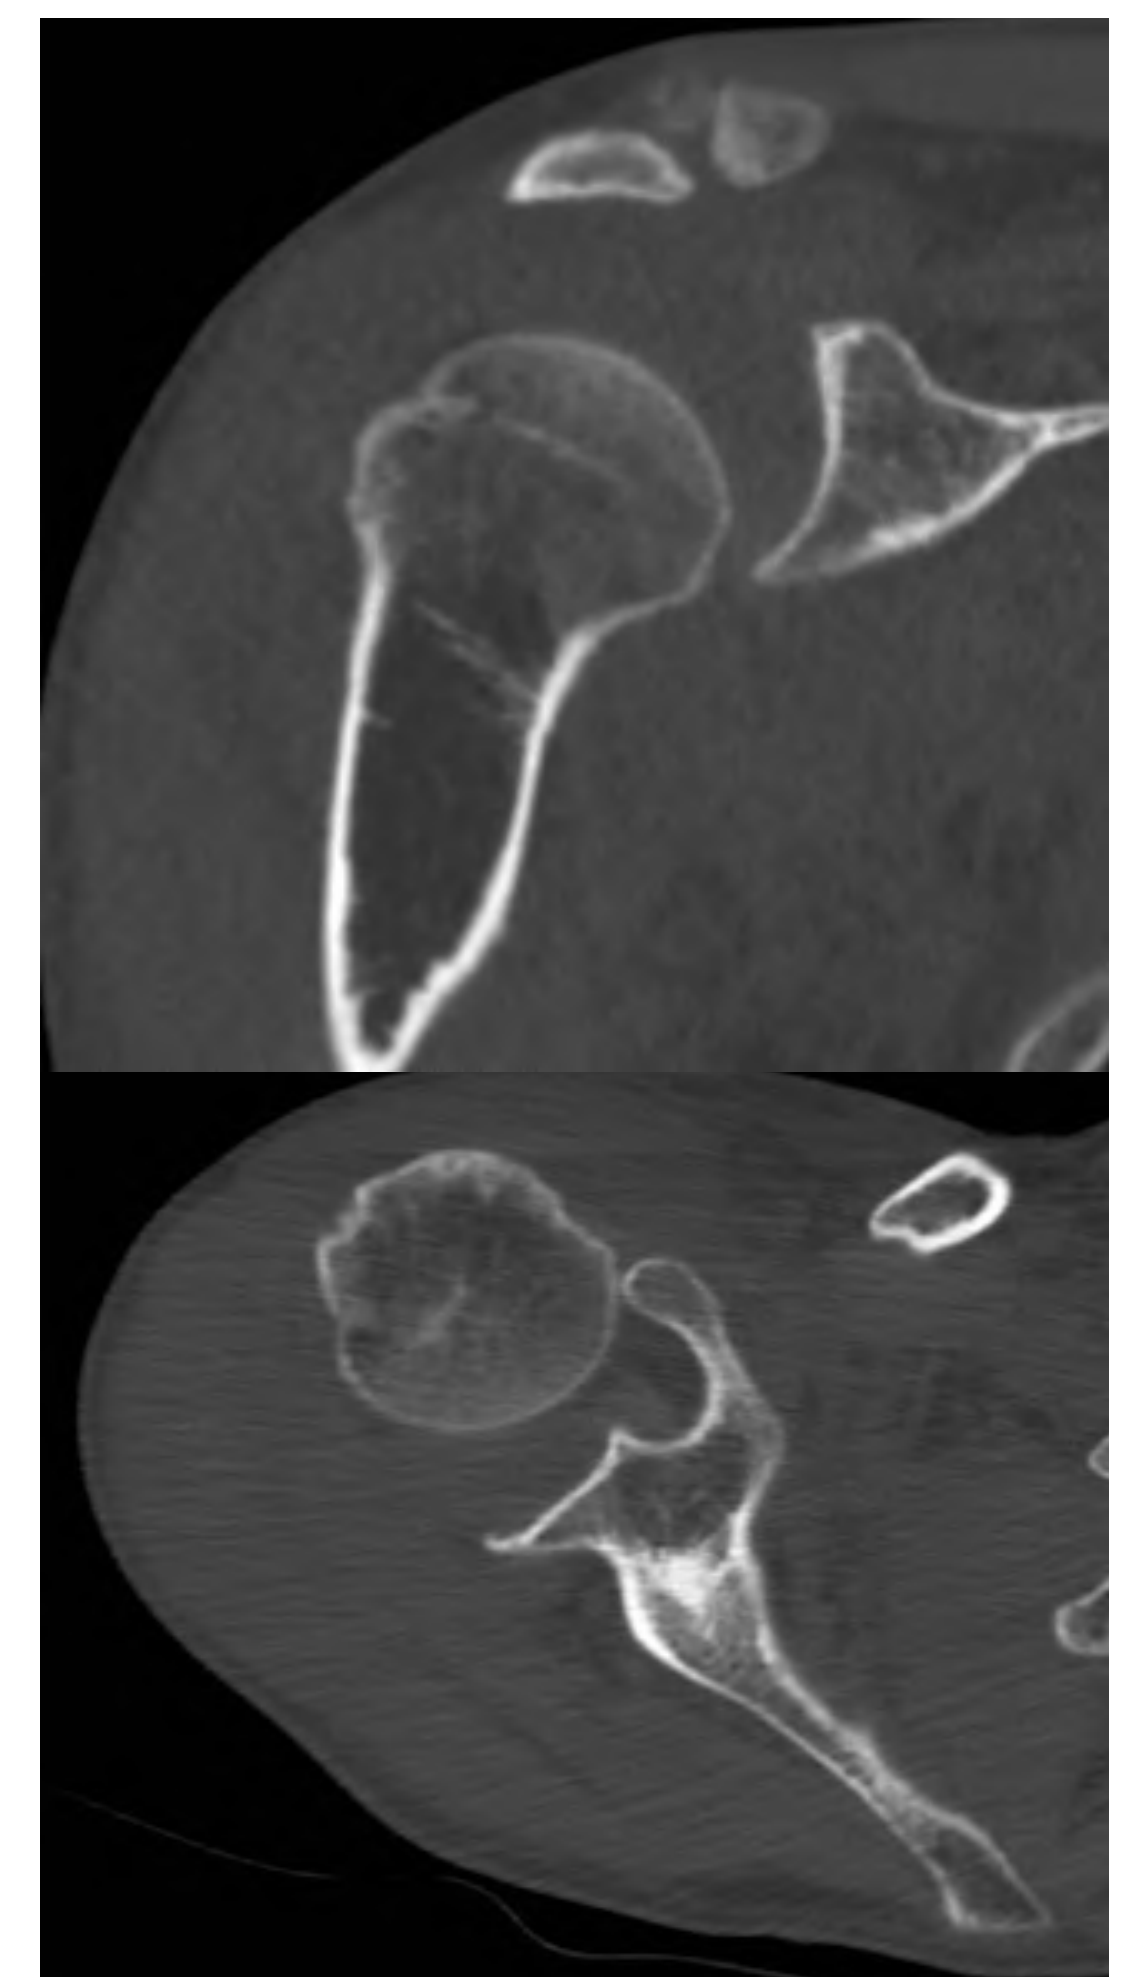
TAC de control: persiste luxación articular
